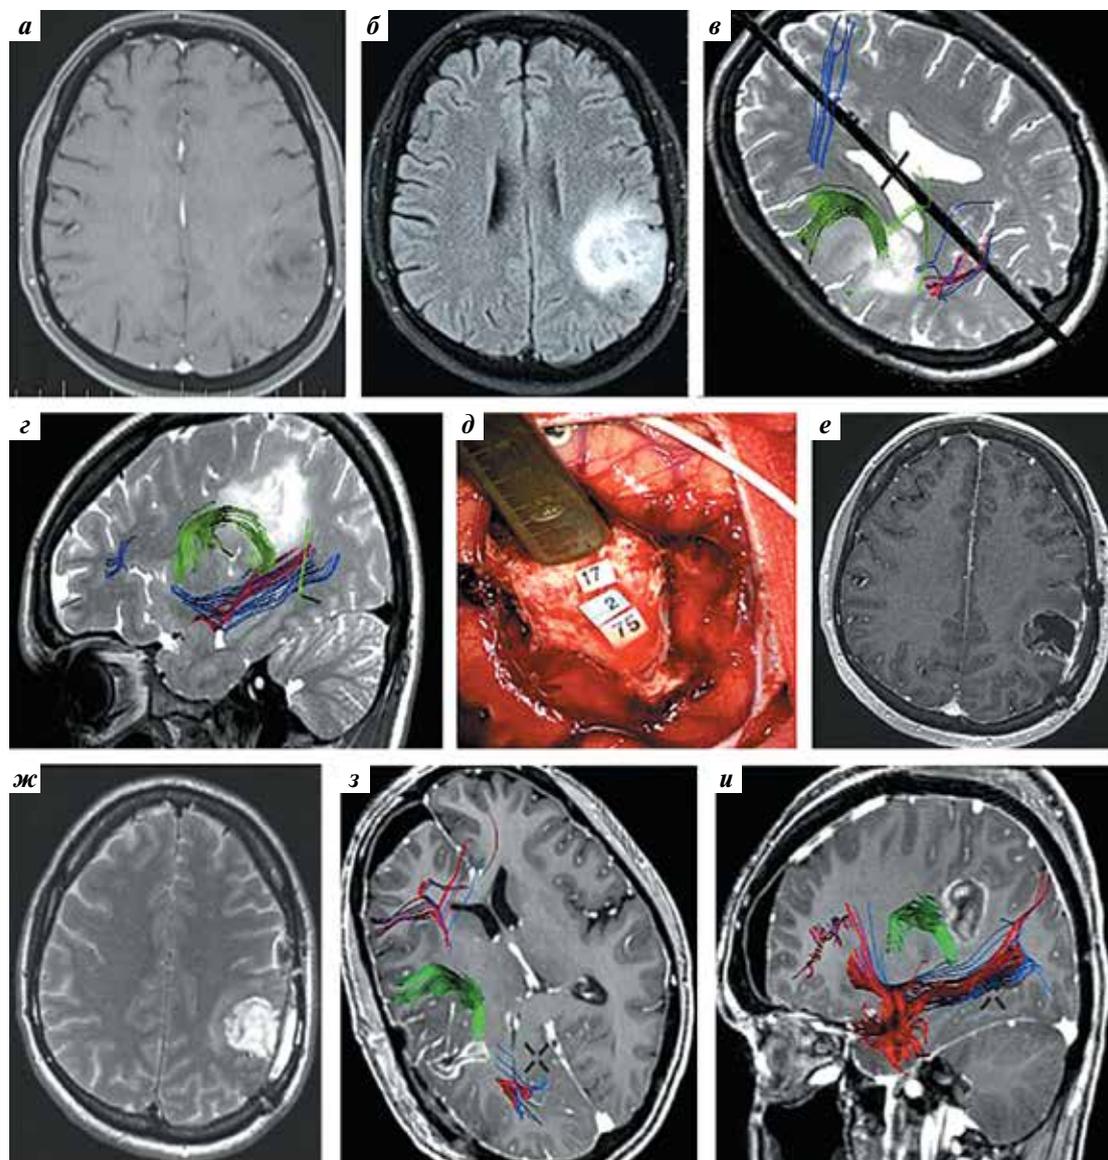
Данные пациентки С.: а, б – магнитно-резонансная томография (МРТ) до операции: аксиальные срезы в T1-режиме с контрастным усилением (а) и в режиме T2 FLAIR (б); в, г – магнитно-резонансная трактография до операции: зеленым цветом обозначен дугообразный пучок (инфильтрирован) – включен в структуру опухоли по задней границе; нижний лобно-затылочный (обозначен синим цветом) и нижний продольный (обозначен красным цветом) тракты интактны; д – интраоперационная фотография: цифрами 2, 17, 75 обозначен аркуатный тракт; е, ж – МРТ после операции: аксиальные срезы в T1-режиме с контрастным усилением (е) и в T2-режиме (ж); з, и – магнитно-резонансная трактография: зеленым цветом обозначен дугообразный пучок, который расположен вблизи послеоперационной полости; нижний лобно-затылочный и нижний продольный пучки интактны
